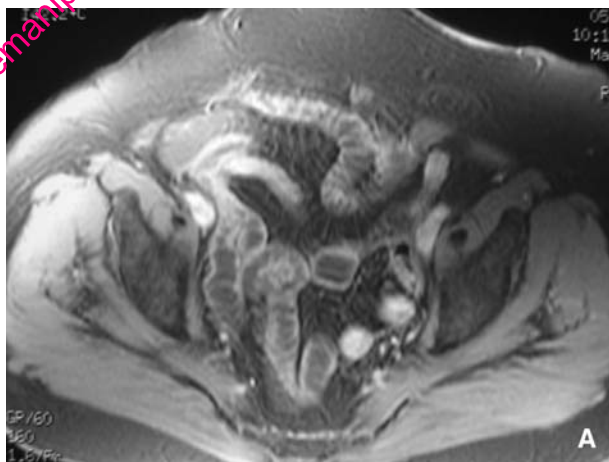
Les séquences de type uro- ou cholango-imagerie par résonance magnétique sont utiles dans les complications obstructives (A). Il s'agit d'adhérences péritonéales visibles en échodoppler (B).
